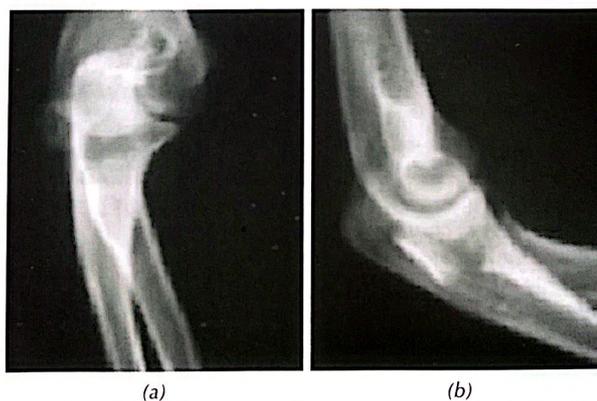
Radiographies du coude de face (a) et de profil (b) (après réductions de la luxation) montrant une fracture déplacée isolée de la tête radiale type IIIB
